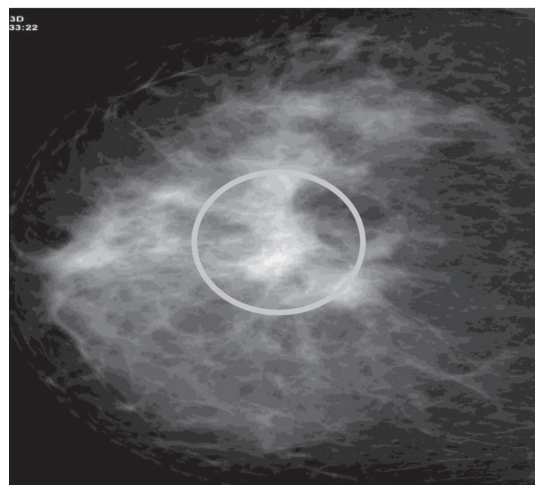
Косвенные рентгенологические симптомы РМЖ у женщин с фиброзно-кистозной болезнью
